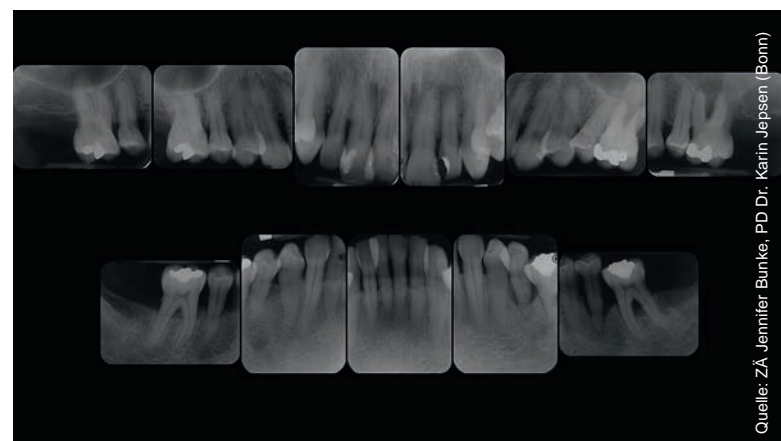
57-jährige Patientin, Röntgenstatus
